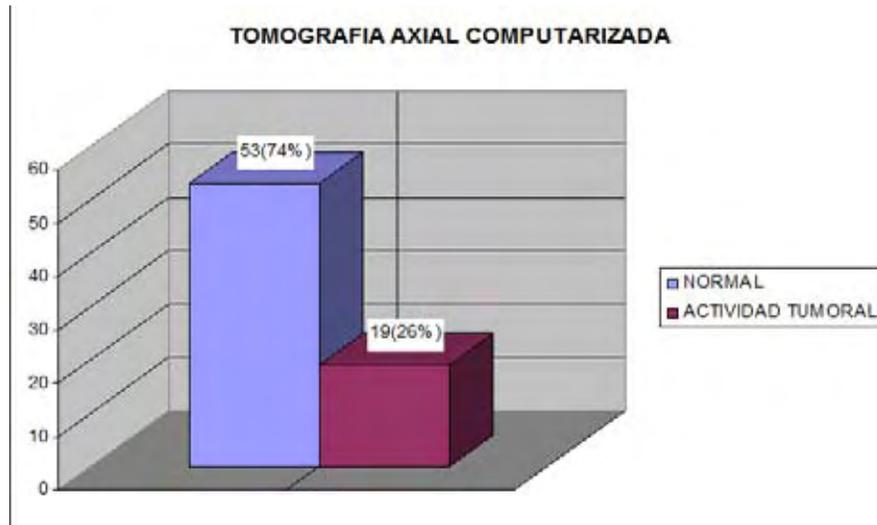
Estudio de Tomografía de pacientes con seminoma.
